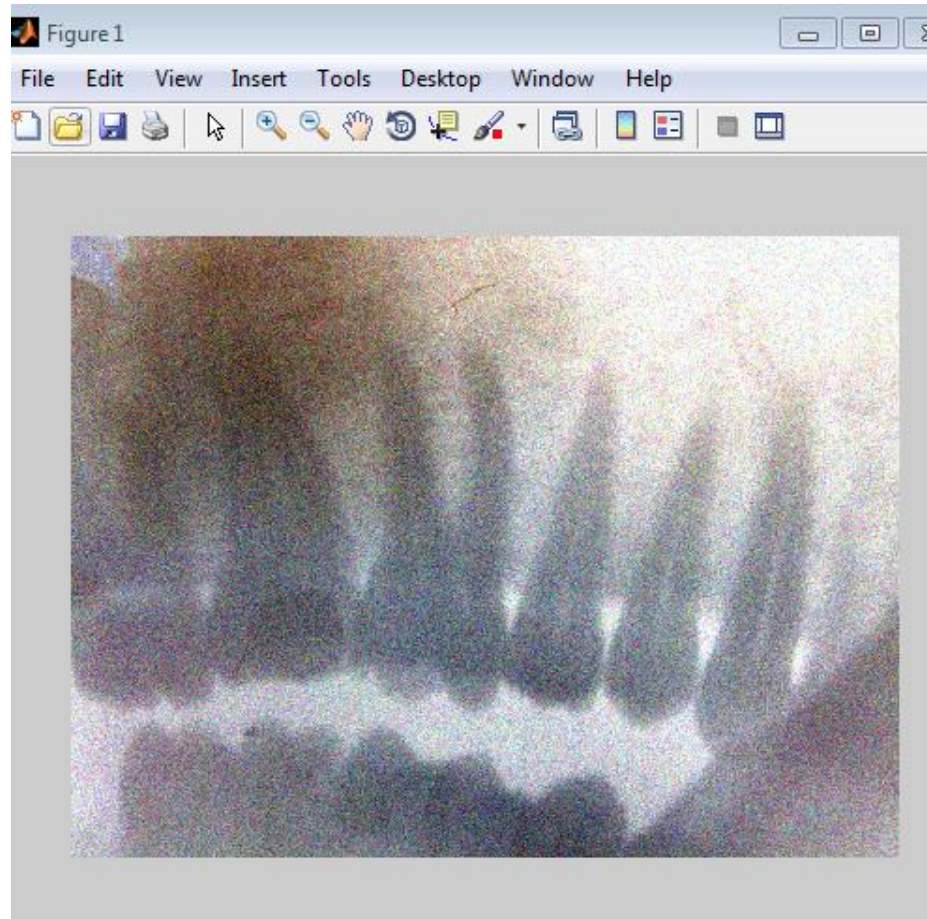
Рентгенівське зображення з додаванням шуму
